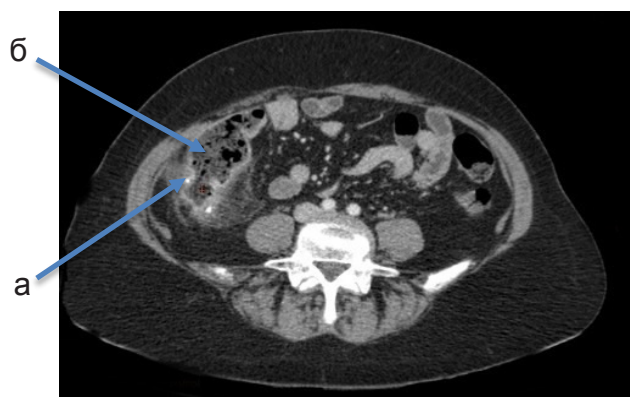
КТ органов брюшной полости после курса терапии глюкокортикостероидами: а — жидкостное скопление; б — межкишечный анастомоз
